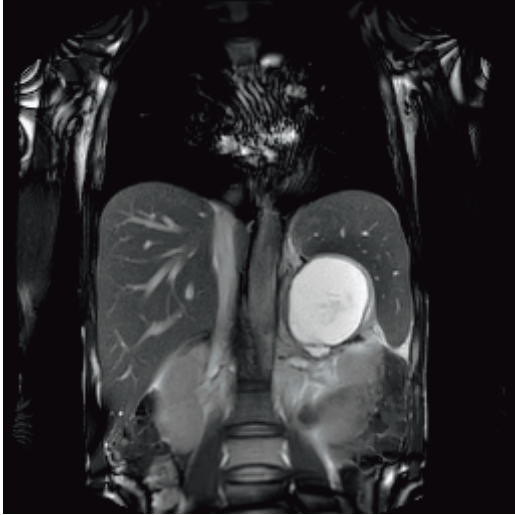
МРТ-картина наличия кисты в области хвоста поджелудочной железы, увеличения размеров селезенки
